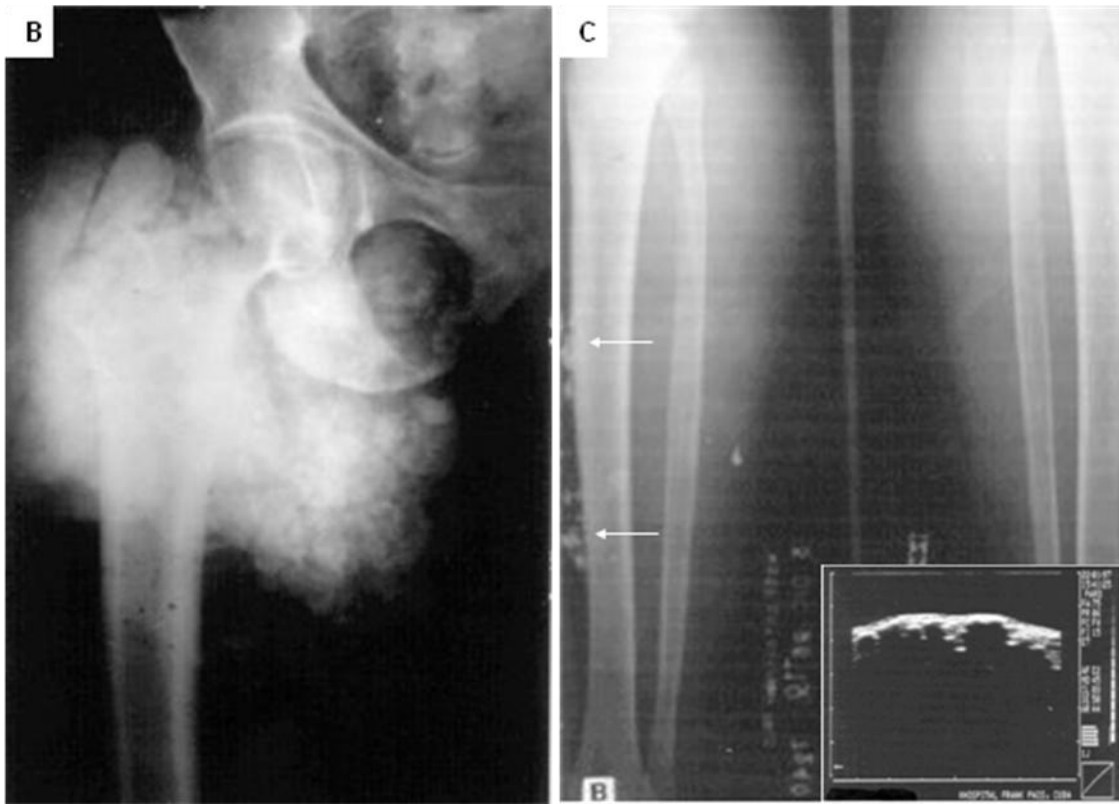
49 B. Radiografía del muslo derecho, tumoración de aproximadamente 15 cm de diámetro que ocupa todo el tercio superior (regiones anterior y postero-interna), hay grandes masas cálcicas en los tejidos blandos.
